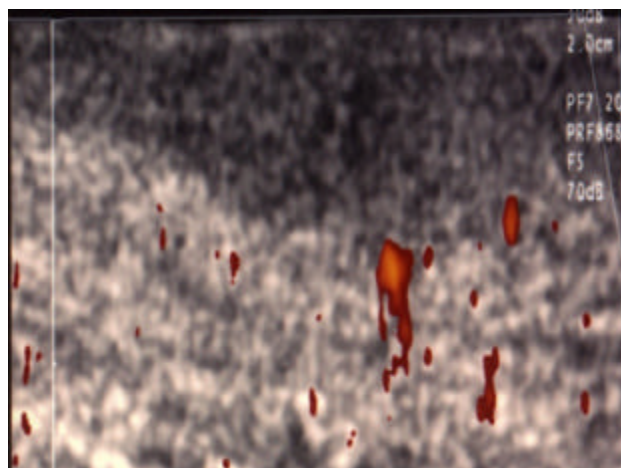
Signalverstärkte amplitudenkodierte (= Power-) Farbdopplersonographie.
